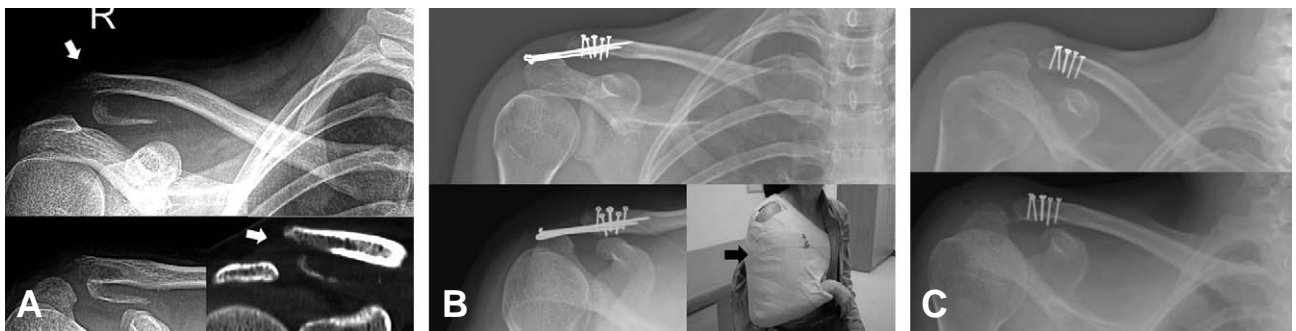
A 21-year-old female with right distal clavicle fracture due to traffic accident. (A) Preoperative plain radiographs and CT scans showed intra articular fracture and AC joint dislocation (arrows) (Craig's type V, type III AC joint injury). (B) Fracture was fixed using 5 mini screws and additional trans articular pinning. Shoulder velpeau spica cast (black arrows) was applied to supports weight of upper extremity and neutralizes displacement force by reducing load on fracture site. (C) Twelve months after operation, plain radiographs showed congruent AC joint without residual subluxation.
